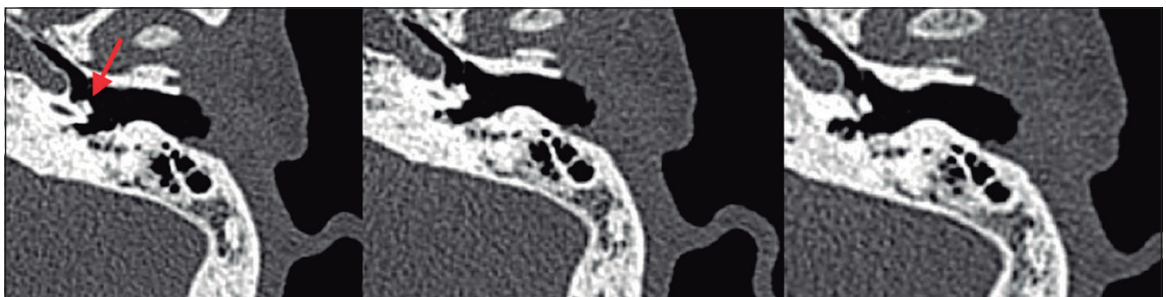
Tomografía computarizada de oídos, cortes axiales seriados del oído izquierdo. Se visualiza el osteoma sobre el promontorio (flecha).
